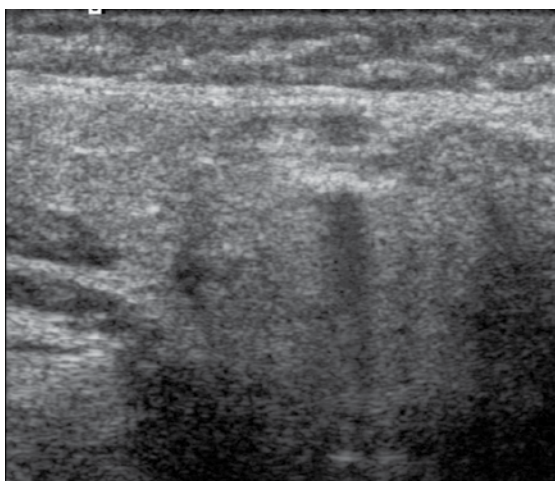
In the submandibular gland parenchyma (outlined with a dotted line), one can observe a hyperechoic linear structure (arrowheads) with acoustic shadow (arrows), i.e. a standard image of a deposit on a presented still image in the grey scale. During a dynamic examination, it can be seen that the hyperechoic line is an outer contour of a tubular structure that passes through the salivary gland in spirals and runs on upwards on the cheek and, below, toward the external carotid artery. The complete image suggests that it is a fragment of the facial artery wall affected by fibrosis, whereas the “acoustic shadow” is the vascular lumen captured in the oblique section. A Doppler examination, e.g. with the power Doppler, may serve as additional, unambiguous confirmation that the structure is the facial artery (Fig. 3)
